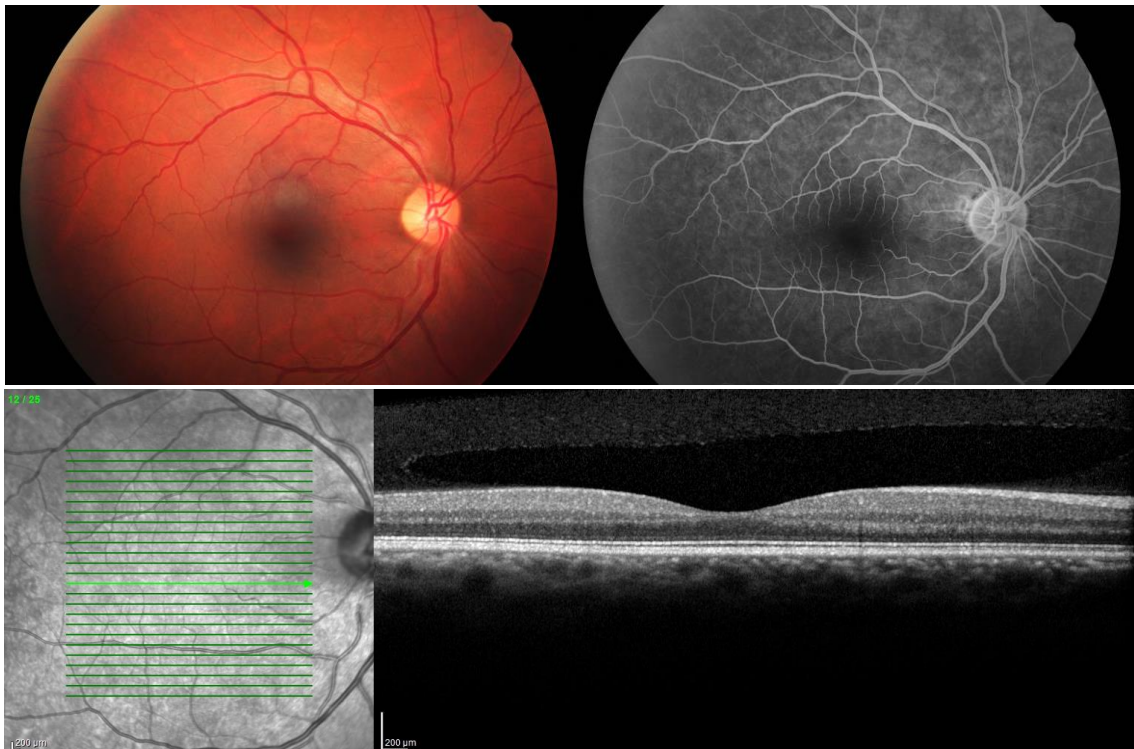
Retinografia, angiografia e tomografia de coerência ótica do olho direito à apresentação, que não revelaram qualquer alteração.
